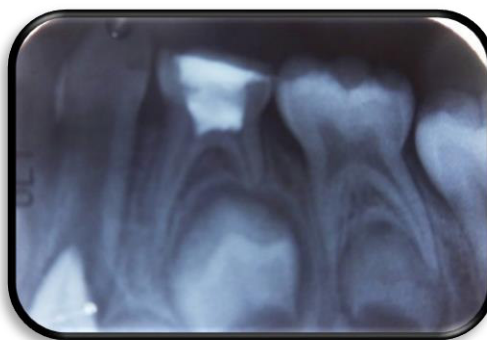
Imagen radiopaca a nivel de cámara pulpar en piezas 74 compatible con material de obturación de tratamiento pulpar "pulpotomía" y restauración sin alteración aparente a nivel periapical.
